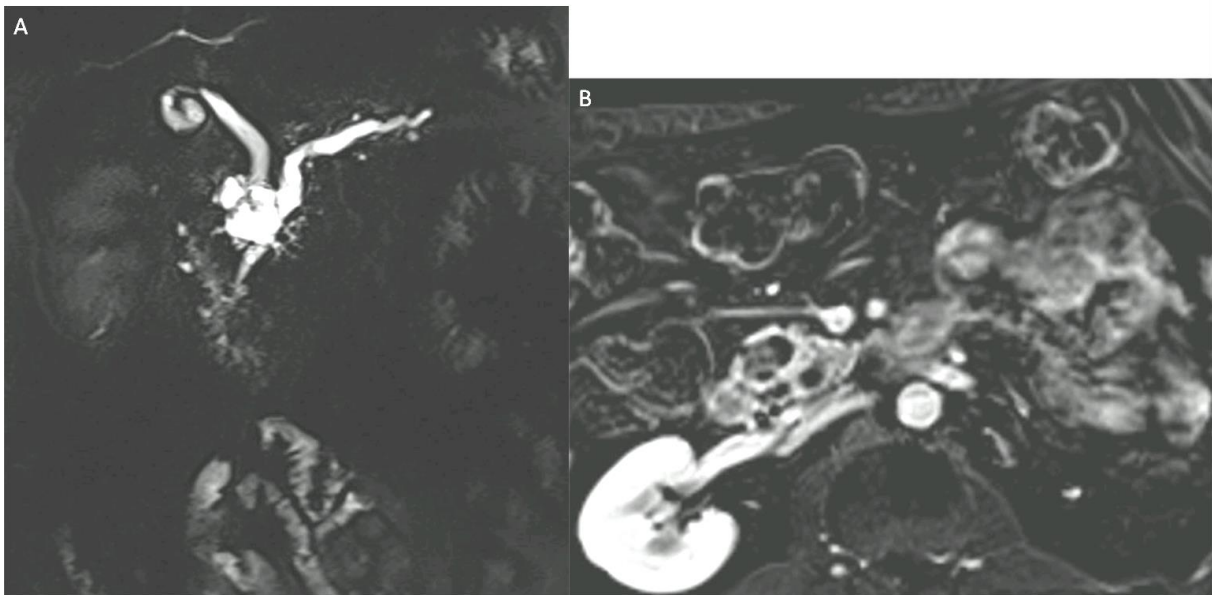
TIPMP mixte en dysplasie de bas grade avec dilatation du CPP supérieure à 10 mm et nodule supérieur à 5 mm. A : coupe coronale de Cholangio-IRM. B : coupe axiale en soustraction portale (pondération T1 Fat Sat avec injection au temps portal soustrait d'une pondération T1 Fat Sat sans injection).
